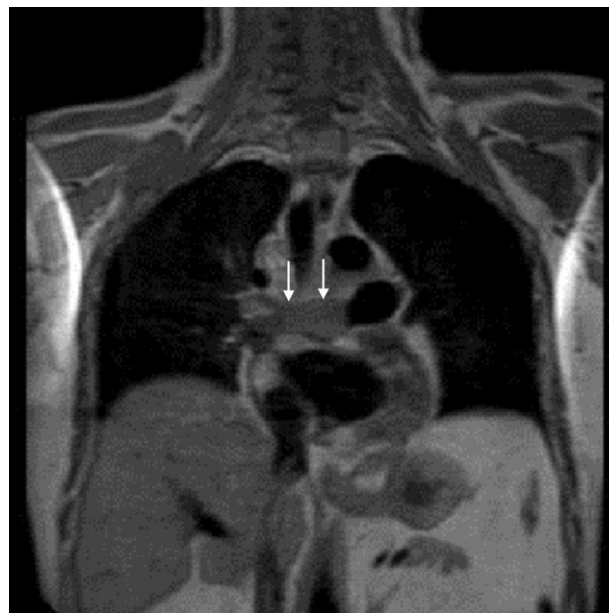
Secuencia de resonancia magnética en el plano coronal en «sangre negra», en la que se aprecia la masa de partes blandas que ocupa completamente la luz de la arteria pulmonar derecha (flechas).
